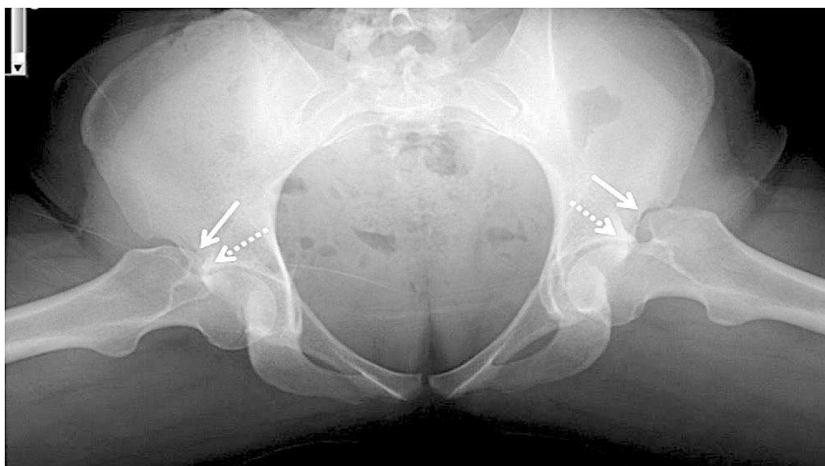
Поперечный шпагат (*grand écart facial*), бедра находятся по внутренней ротации. На рентгенограмме большевертельно-тазовый импиджмент по верху ацетабулярной впадины на 12-часах (сплошные стрелки) и динамический Pincer-импиджмент бедренной кости (пунктирные стрелки) [14, 15].
